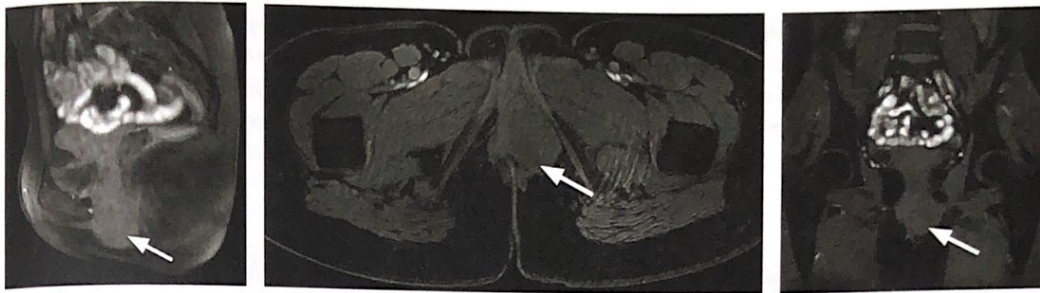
МРТ органов малого таза, T1 fs VI (сагиттальная, корональная, аксиальная плоскости сканирования). Объемное образование имеет достаточно однородную структуру и изointенсивный МР-сигнал относительно мягких тканей
